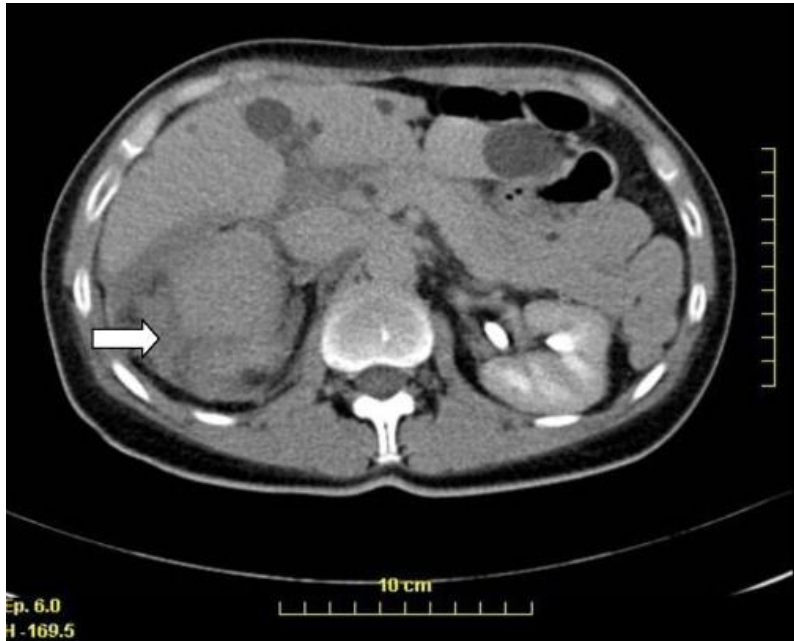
TDM avec injection : Hématome surrénalien droit. [40]
